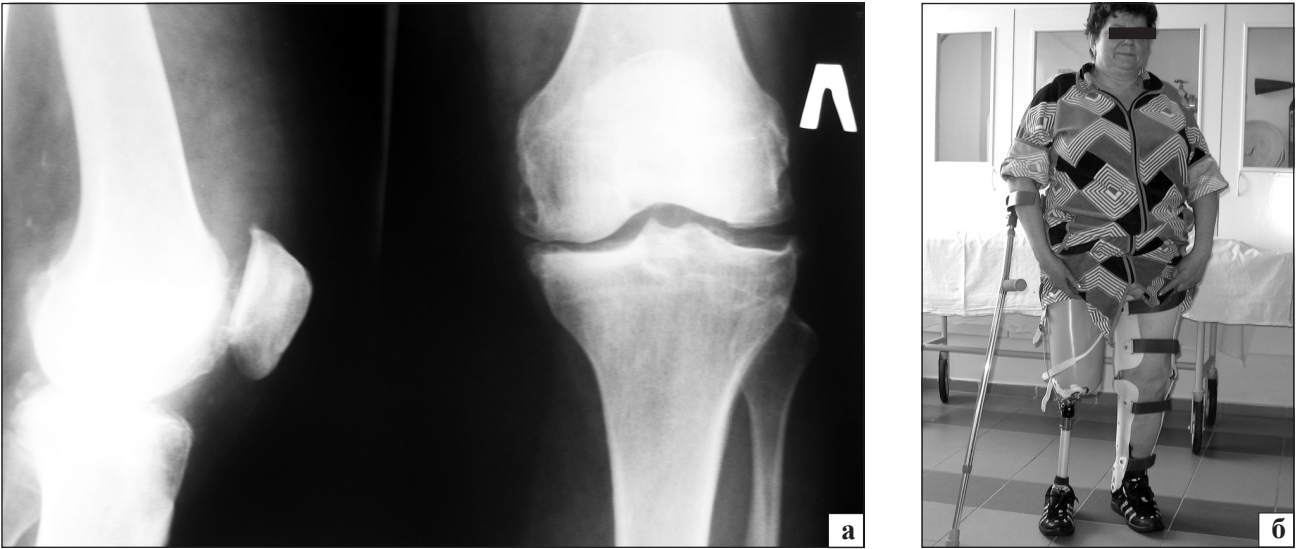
Фотовідбиток рентгенограм колінних суглобів (а) та фото після ортезування (б) хворої П., 50 років
